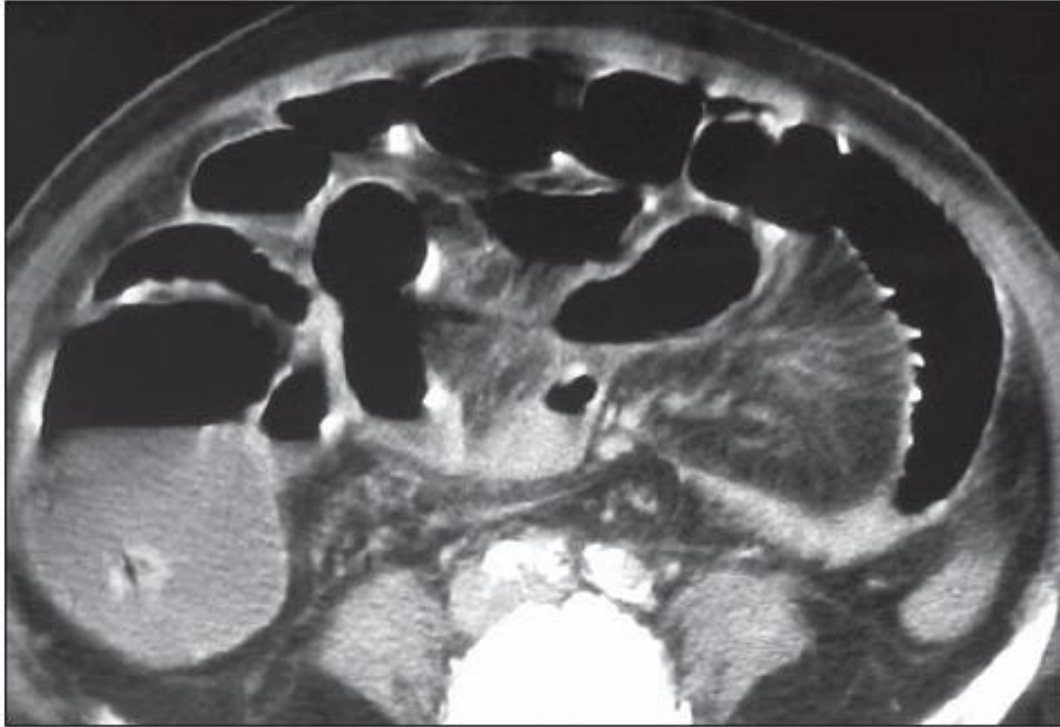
Contrast-enhanced CT image of abdomen in 78-year-old man with embolism of superior mesenteric artery. Bowel loops are distended with air and their wall is "paper-thin."
